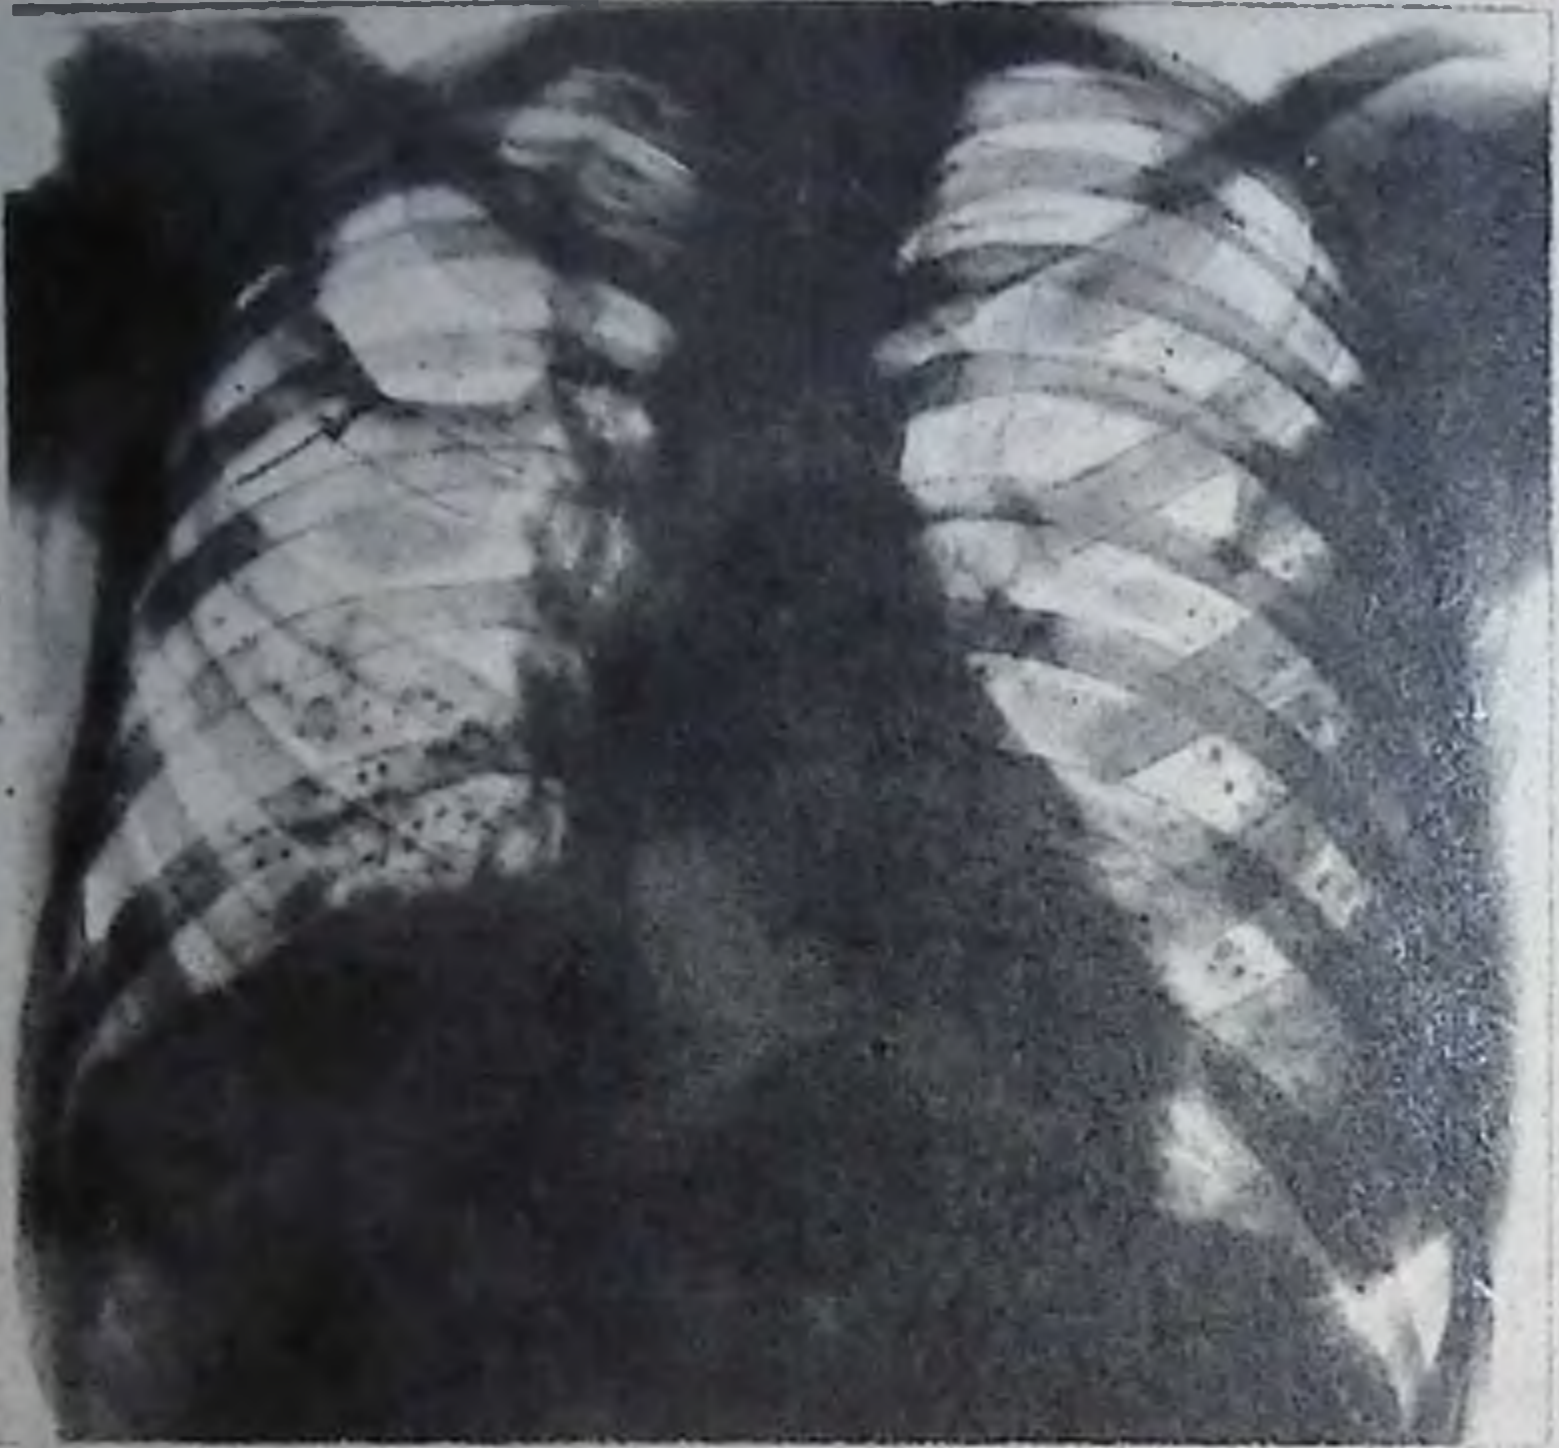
Рентгенограмма грудной клетки в прямой проекции. Справа в подключичной области кольцевидная тень — полость, содержащая воздух (каверна). Во втором межреберье — инфильтрат, а в нижних отделах обоих легких — очаговая диссеминация и полость (каверна).
